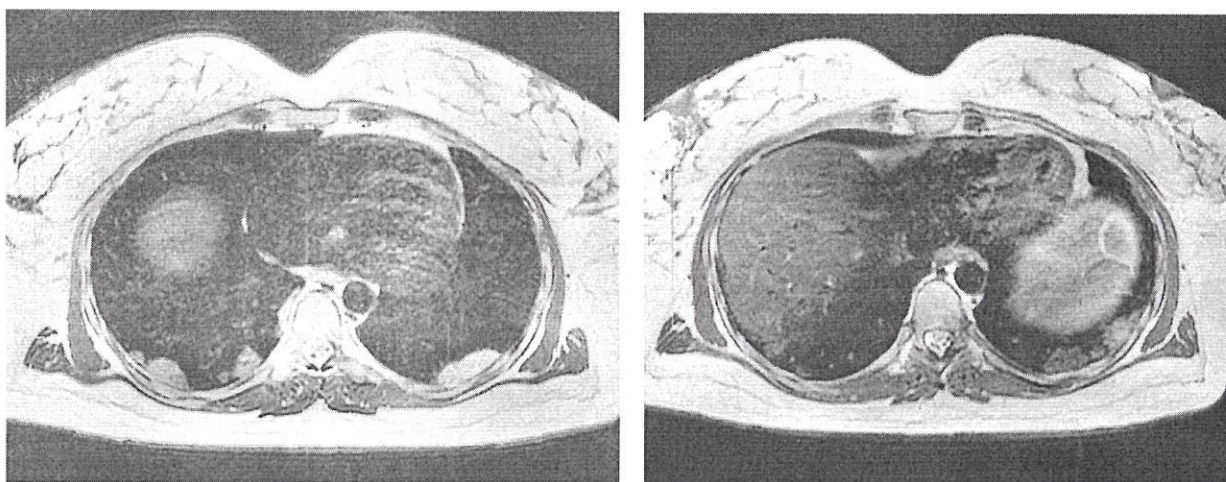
МРТ легких, аксиальная плоскость, женщина 39 лет с пневмонией SARS-CoV-2. На T2-ВИ SSF SE отмечаются гиперинтенсивные зоны в паренхиме легких, соответствующие зонам консолидации в S 6,9,10
